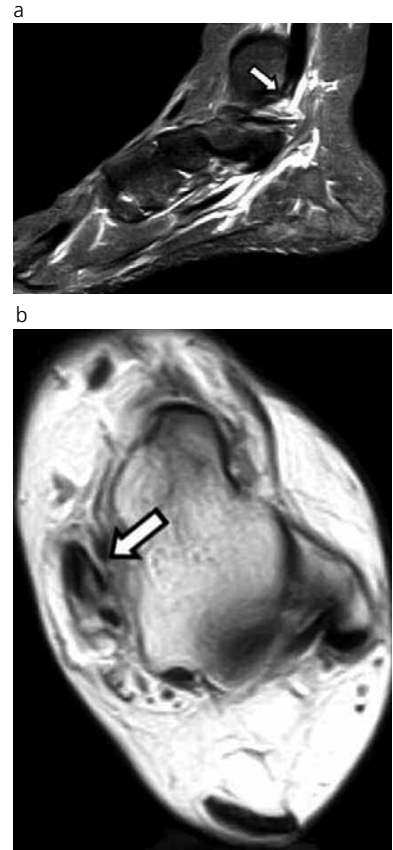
Injuría Tipo 2 (avanzada) del tibial posterior. a) RM sagital IRPD donde se advierte un foco hiperintenso lineal longitudinal (flecha). b) RM axial potenciada en DP que confirma la presencia de dicho hallazgo (flecha). La injuria lineal impresiona no contactar con la superficie posterior del tendón; sin embargo, es posible aseverar que hay continuidad fibrilar, lo que descarta la presencia de una injuria completa.
